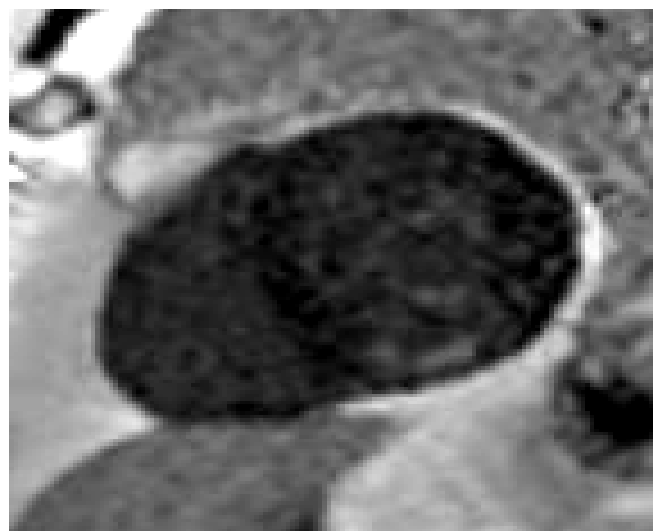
МР-томограмма сердца пациента М., 54 лет, по короткой оси в режиме IR GRE после контрастного усиления. В отсроченную фазу контрастирования в среднем нижнем сегменте левого желудочка визуализируется линейная зона фиброза
